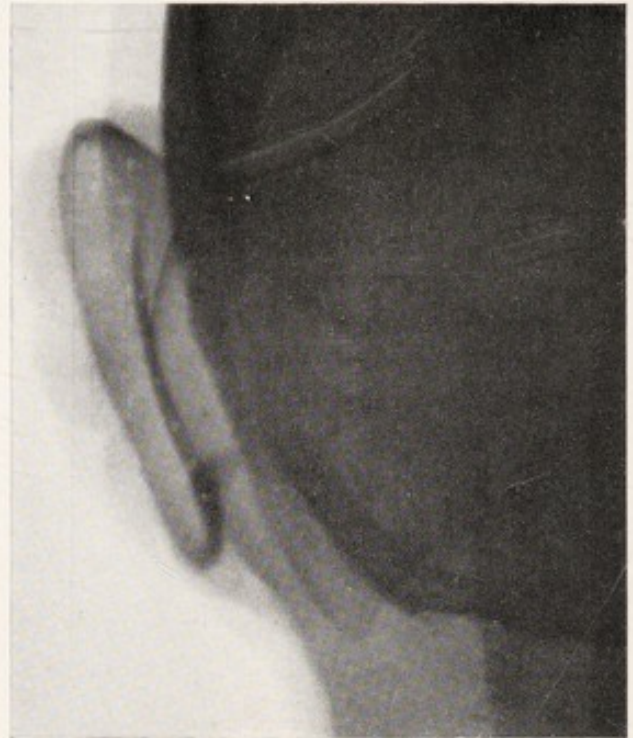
Röntgenbild nach Einfügung des verkleinerten Ohrskeletts.
